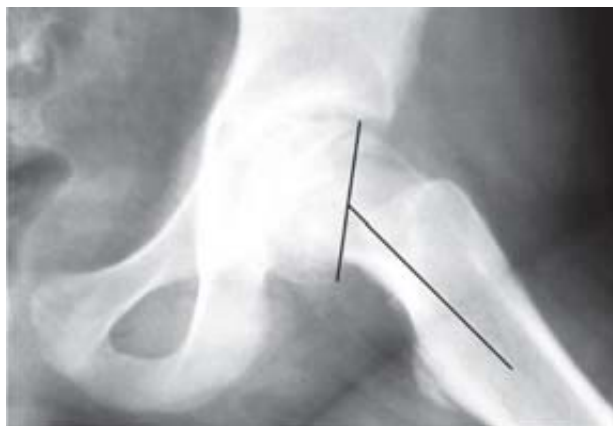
Radiografía lateral de fémur proximal con deslizamiento epifisario. Pérdida de la angulación normal entre la fisis y la diáfisis.
